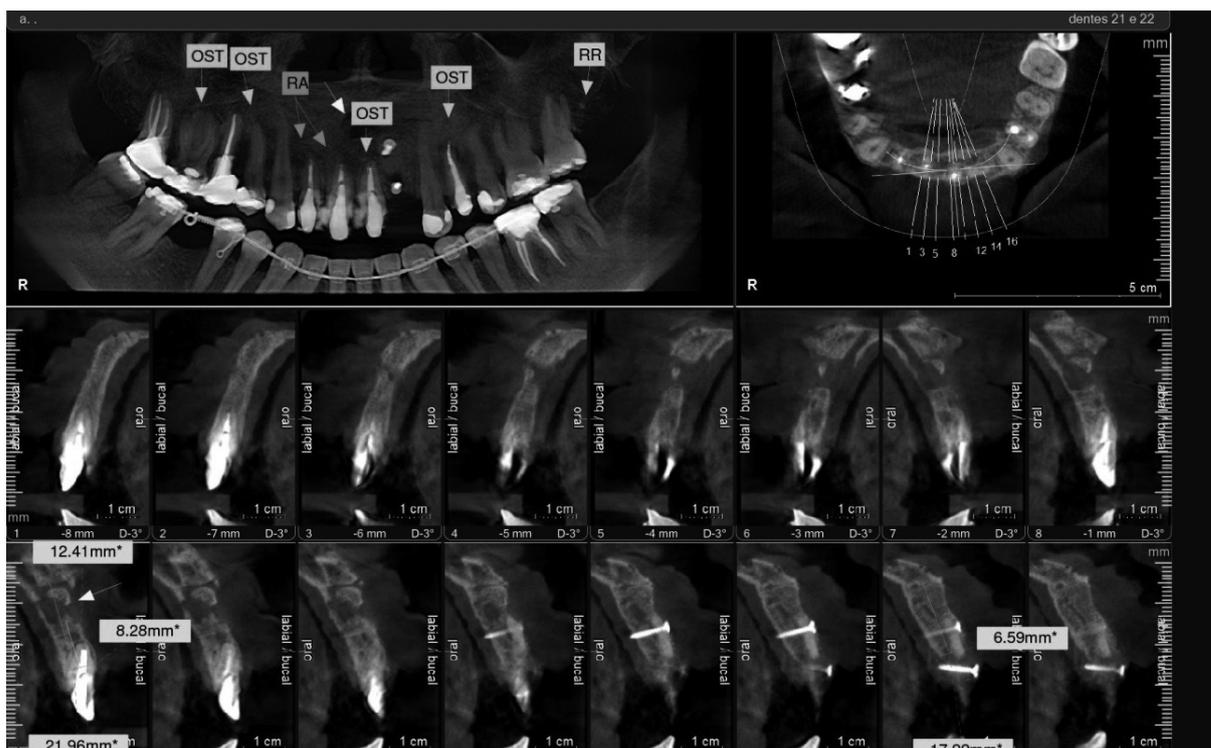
Tomografia Computadorizada após realização dos enxertos.
